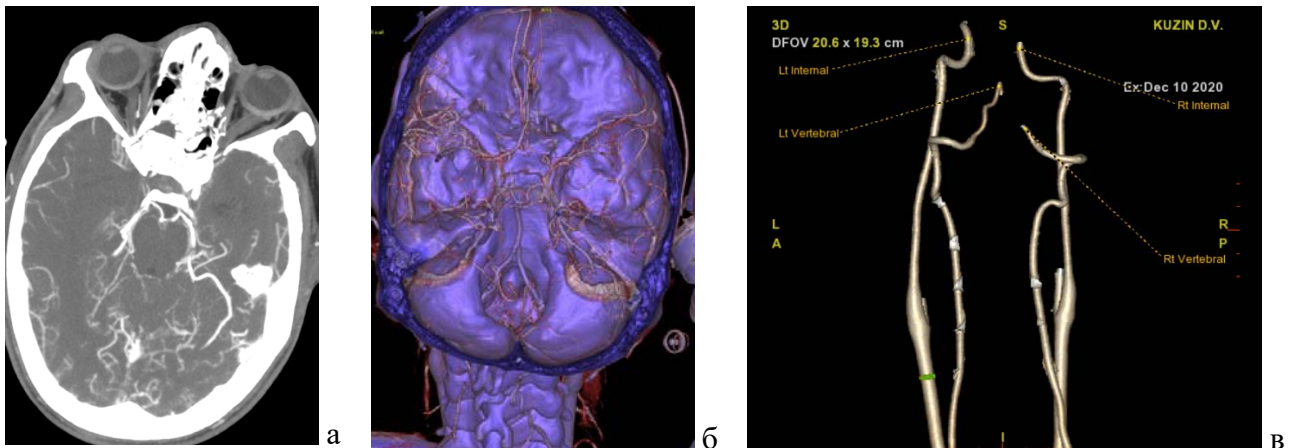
КТ-ангиография: а - аксиальная проекция; б - 3D реконструкция обзор; в - прицельная 3D реконструкция. Спазм передней и средней мозговых артерий с двух сторон
